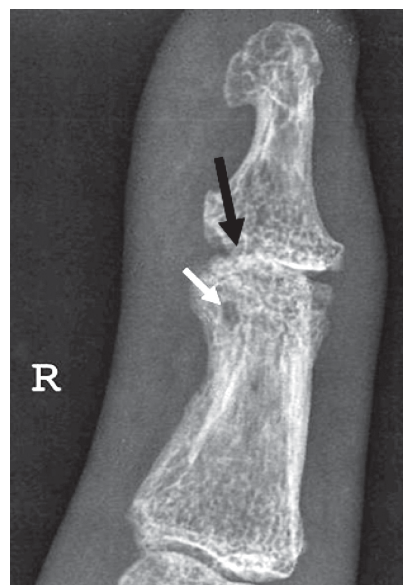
Прицельная микрофокусная рентгенография с 6-кратным увеличением изображения. Больной М. 48 лет. Диагноз: подагрический артрит. Эрозия суставной поверхности средней фаланги (черная стрелка). Белой стрелкой обозначен тофус – характерный рентгенологический признак подагрического артрита
